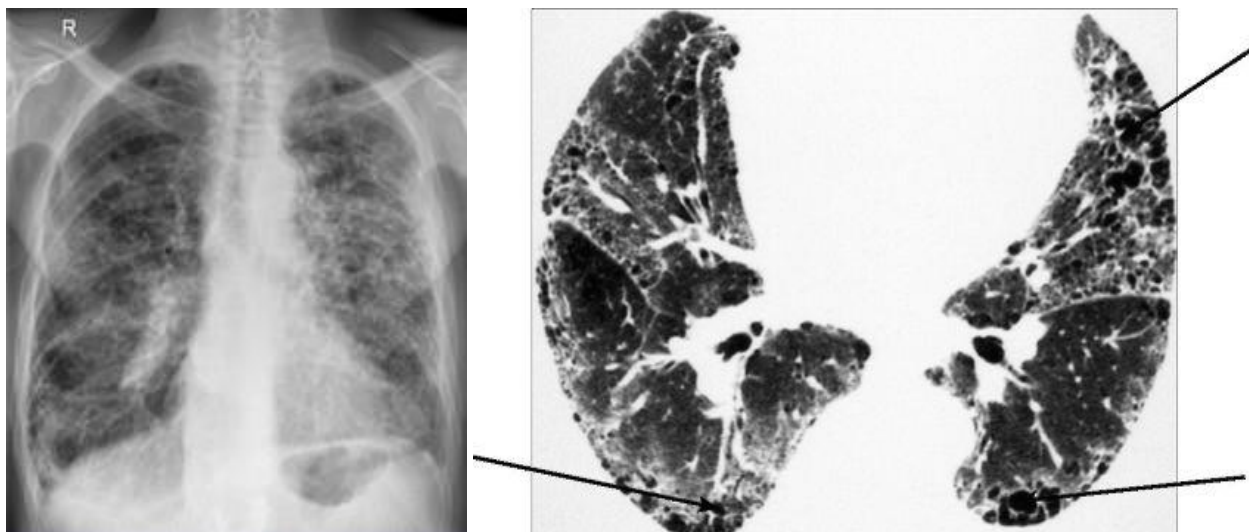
Обзорная рентгенограмма у пациента А, 1963 г.р. с гиперсенситивным пневмонитом («сотное легкое»)
